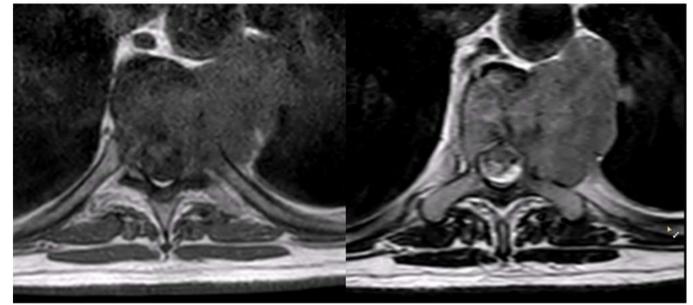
Corte axial de RM potenciada en T1 y T2. Masa de partes blandas paravertebral izquierda de T8, con infiltración ósea de 59x53 mm con invasión de canal.
